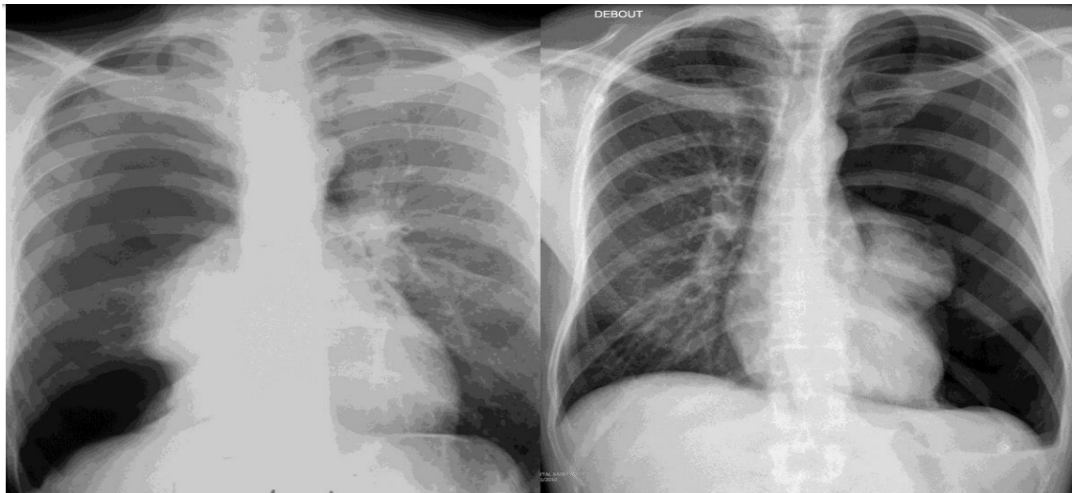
radiographie de face d'un pneumothorax complet
